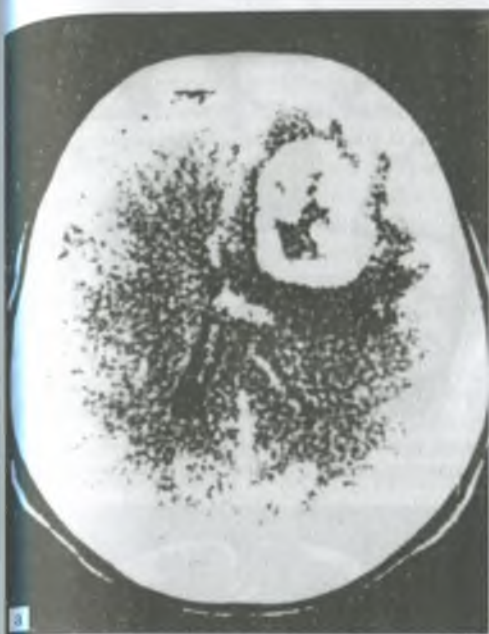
Компьютерные томограммы головного мозга: а — астроцитома левой лобной доли с перифокальным отеком; б — компьютерная томограмма того же больного после удаления этой опухоли.
